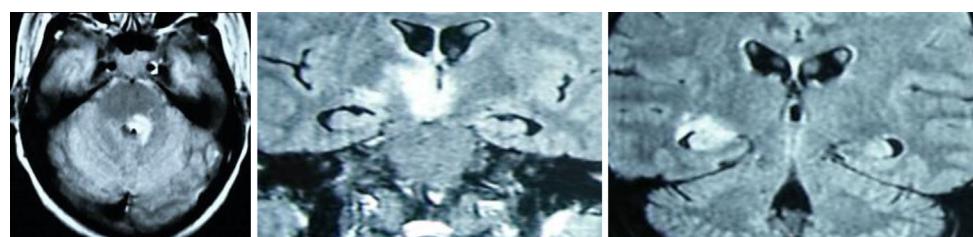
Caso 2: RMN encefálica: lesión en tronco encefálico, mesencéfalo, tálamo e hipocampo derecho.
